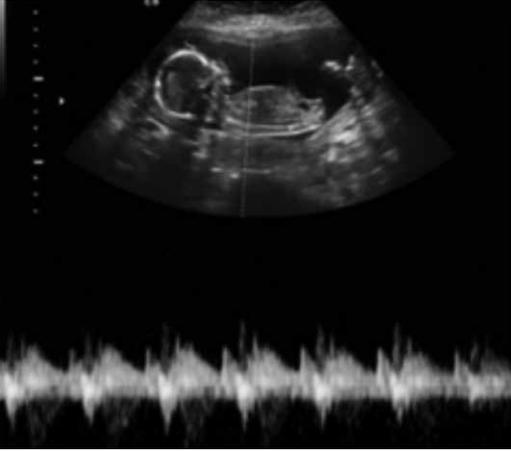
USG - gestação tópica com feto vivo adequado para II trimestre.
